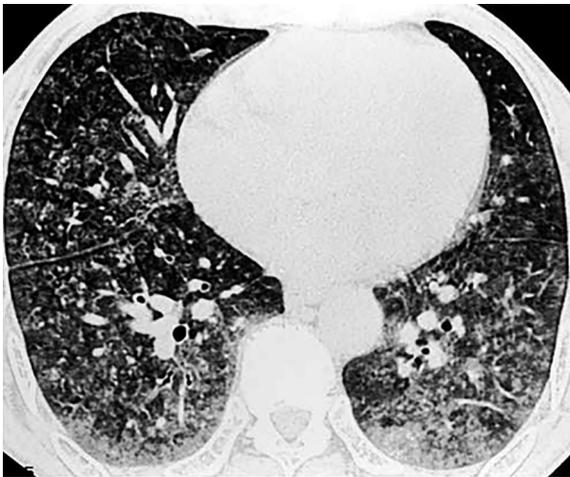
Компьютерная томограмма грудной клетки больного К.
